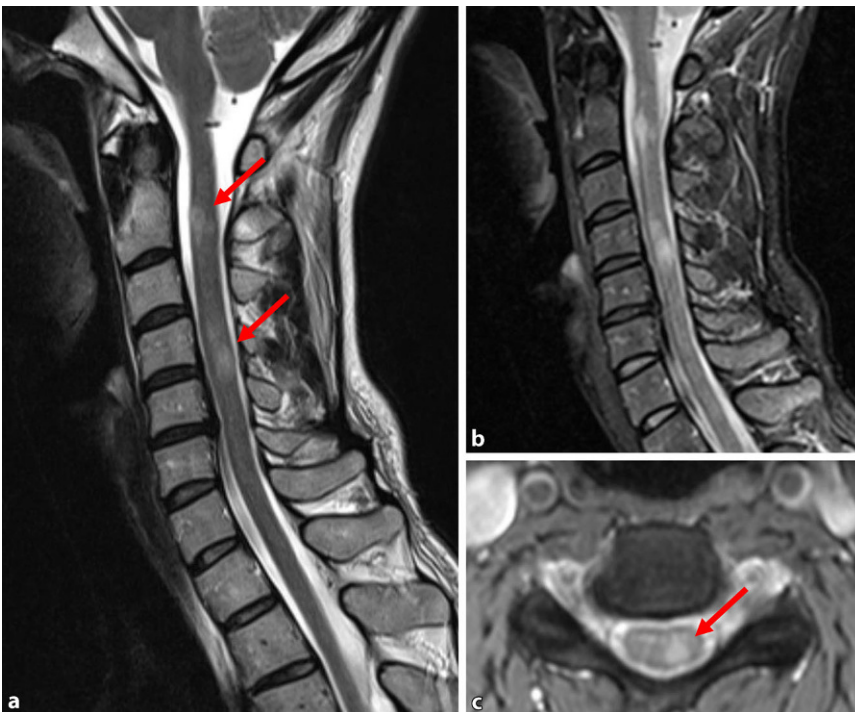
▲ Spinale magnetresonanztomographische Bildgebung bei kurzstreckiger Myelitis (Pfeile auf Läsion gerichtet) bei Multipler Sklerose: a sagittale Aufnahme in T2, b sagittale TIRM-Aufnahme („turbo inversion recovery magnitude sequence“), c axiale Aufnahme in T2
